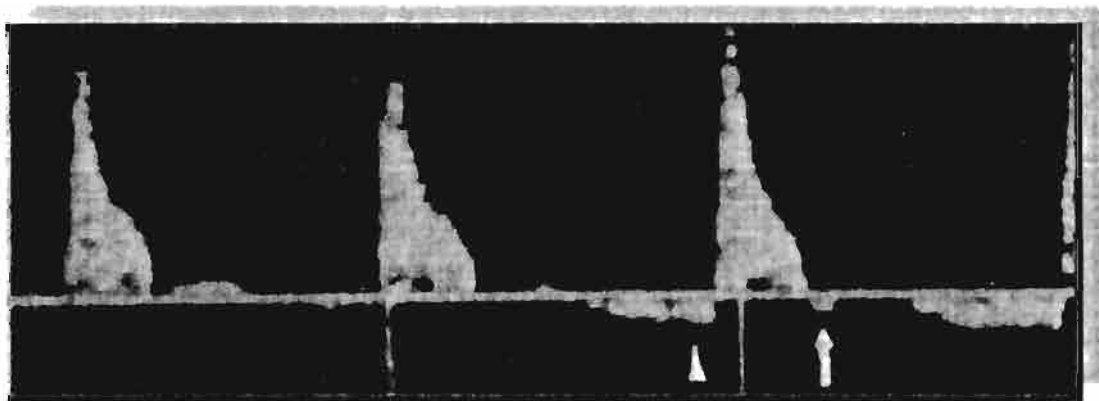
Fase IV, espectro Doppler
